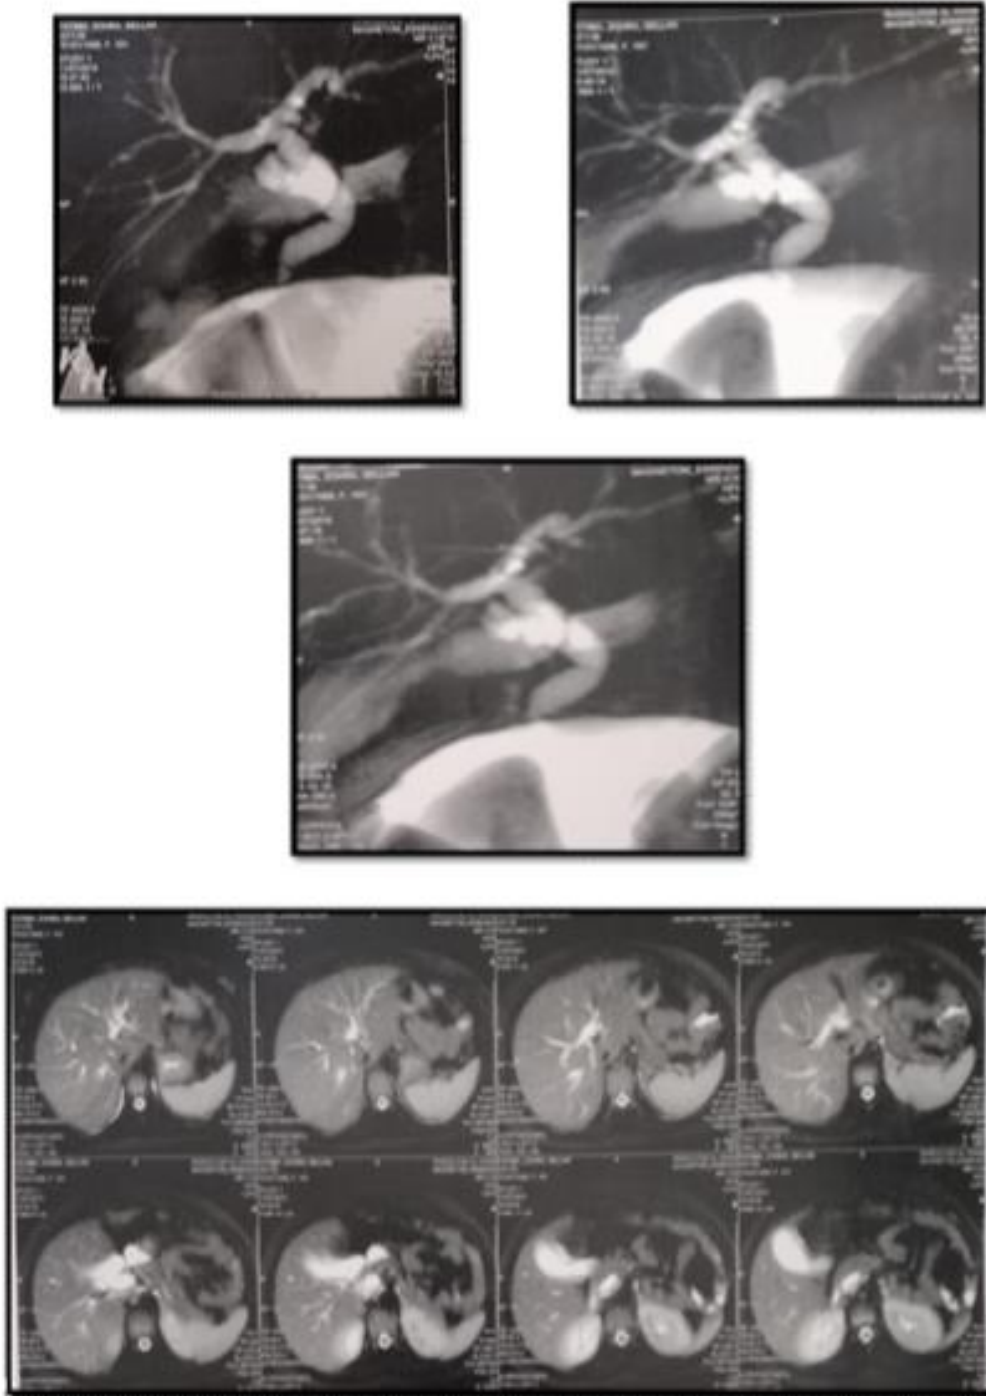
BILI-IRM d'une patiente admise au service montrant : VB micro-lithiasique à paroi épaissie + dilatation modère de VBP/VBIH en amont d'une sténose régulier effilée du bas cholédoque avec sludge de micro-calculs au niveau de bas cholédoque .
